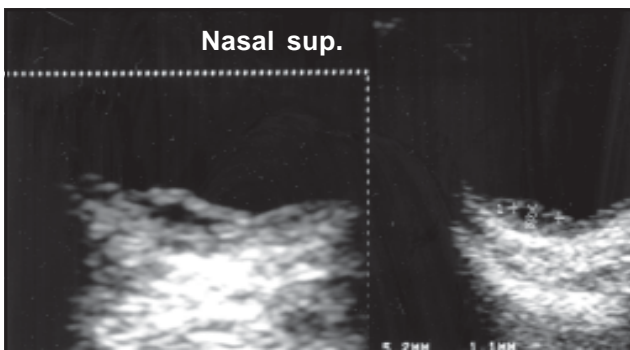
Ecografía de melanoma: morfología biconvexa, típica forma de presentación.
